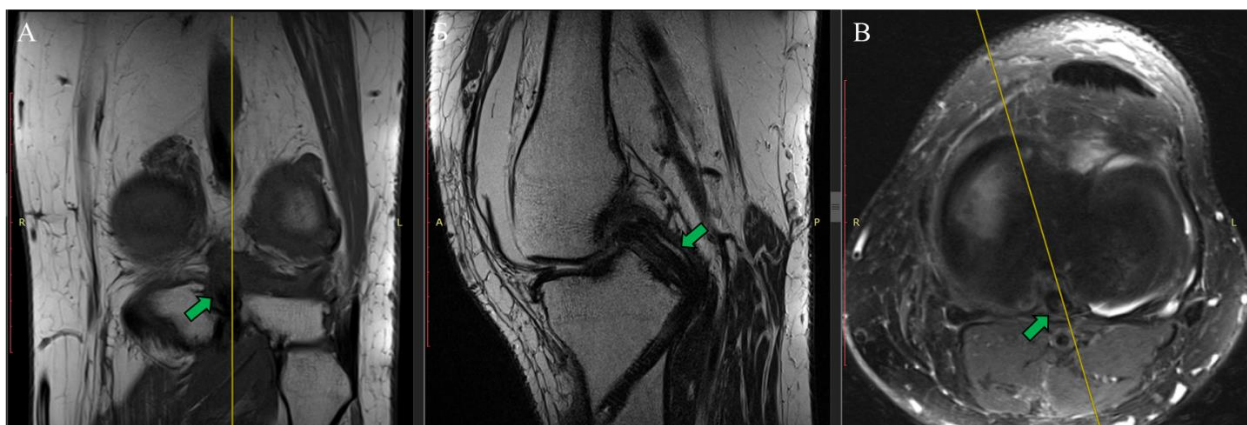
МРТ левого КС через 6 месяцев после артроскопической пластики ЗКС (А. аксиальная проекция, Б. сагиттальная проекция, В. фронтальная проекция, стрелкой обозначен аутоотрасплантат ЗКС)
